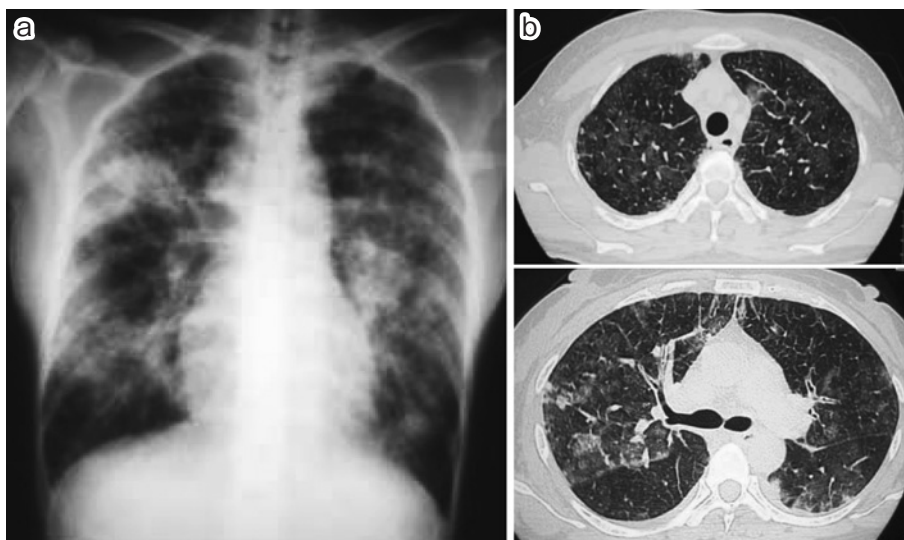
(a) Chest radiograph on admission showing patchy infiltrates in both lung fields. (b) Chest CT scan showing diffuse ground-glass opacities, thickening of interlobular septa and bilateral pleural effusion.
